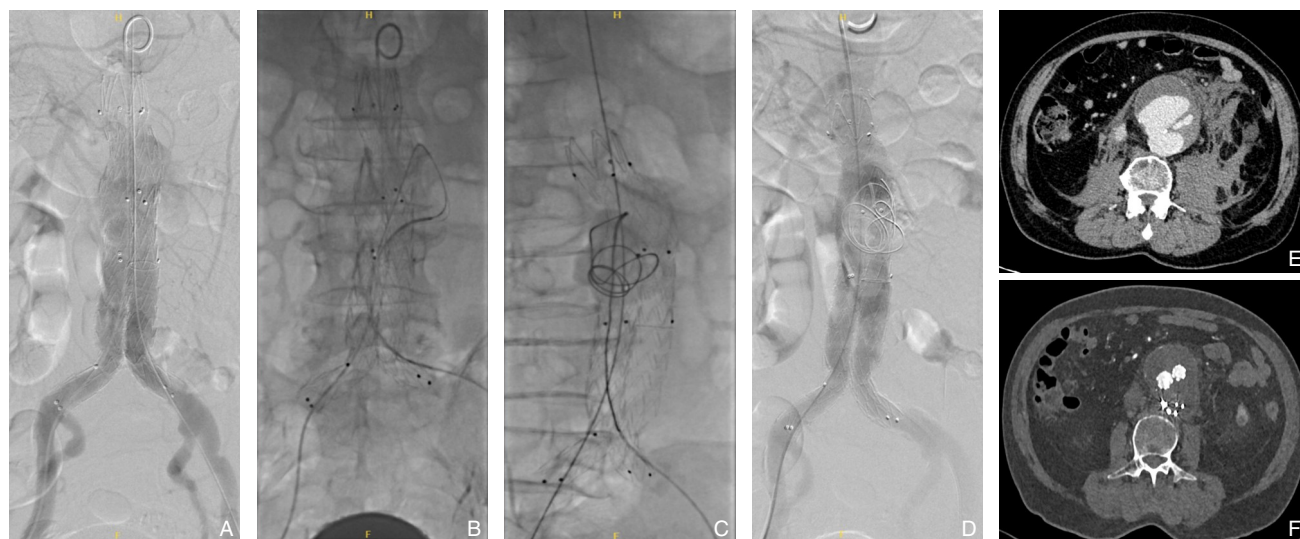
破裂动脉瘤行急诊EVAR抢救 A: 标准EVAR完成后可见Ia型内漏且术中未预留导丝; B: 经左侧髂支与左髂动脉间入路重新选入瘤腔跟进导管至内漏处; C: 于内漏处进行选择性栓塞; D: 栓塞后造影可见内漏消失; E-F: 对比术前CT、术后6个月增强CT复查可见血肿吸收、瘤囊缩小
